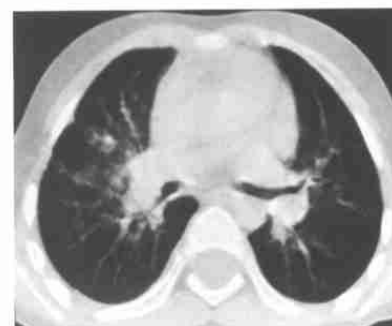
淋巴结结核伴中叶综合征。CT 平扫示右肺门淋巴结肿大，右肺上叶散在小斑片渗出影
